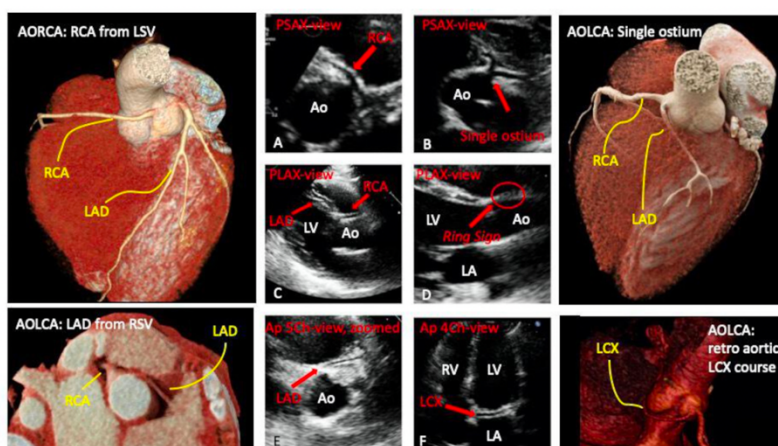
Two-dimensional echocardiographic 4-view approach for AAOCA detection: abnormal examinations and their anatomic correlates. AO, aorta; AOLCA, anomalous origin of the left coronary artery; AORCA, anomalous origin of the right coronary artery; Ap-4Ch-view, apical four chambers view; Ap-5Ch-view, apical five chambers view; LA, left atrium; LAD, left anterior descending; LCX, left circumflex artery; LV, left ventricle; PLAX, parasternal long-axis view; PSAX, parasternal short-axis view; RCA, right coronary artery; RV, right ventricle; RVOT, right ventricular outflow tract.
